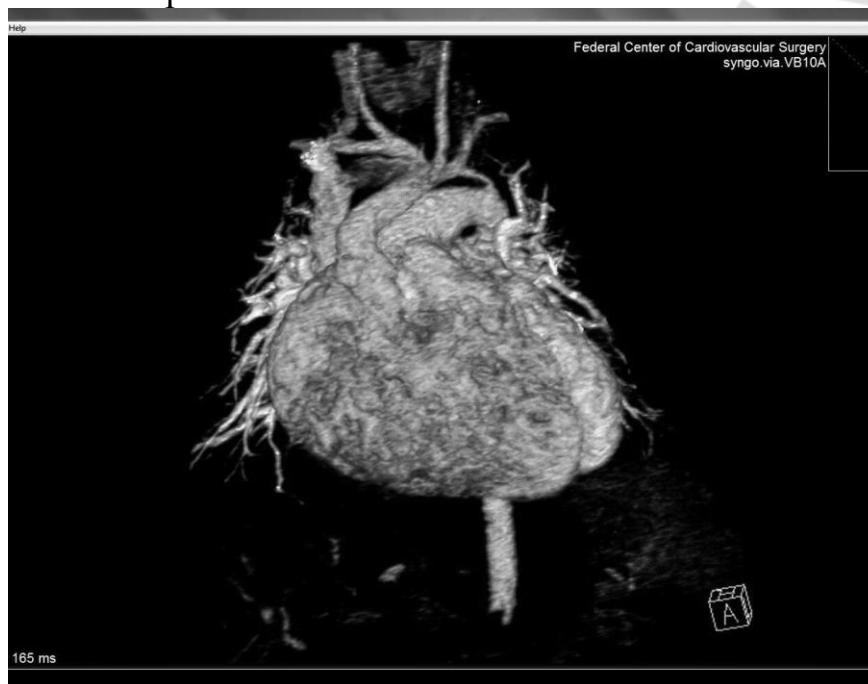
МСКТ органов грудной клетки пациента с 5 аномалиями развития сердца
